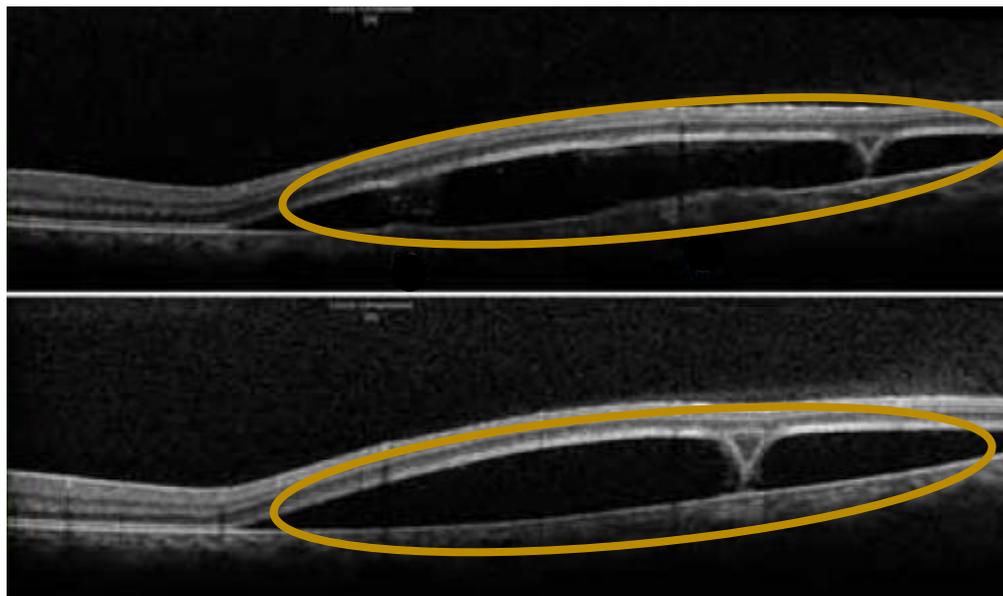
Desprendimiento de retina seroso tomado con tomografía de coherencia óptica. Espacio subretiniano (zona rodeada). Modificada de Altabishi et al., 2015.
